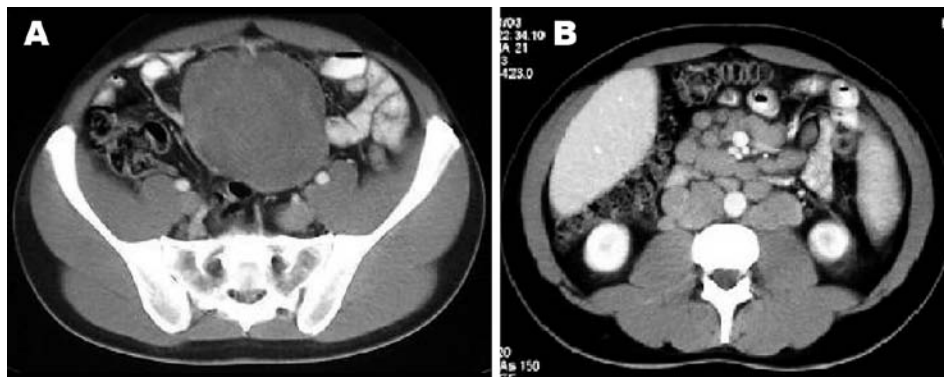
Tomografía computarizada que muestra la masa infraumbilical y adenopatías abdominales.
